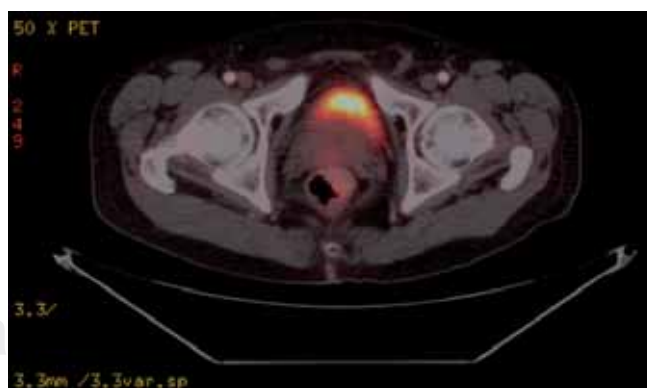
PET CT, imagen con engrosamiento focal de pared de recto con aumento moderado en actividad metabólica SUV 4.5.
